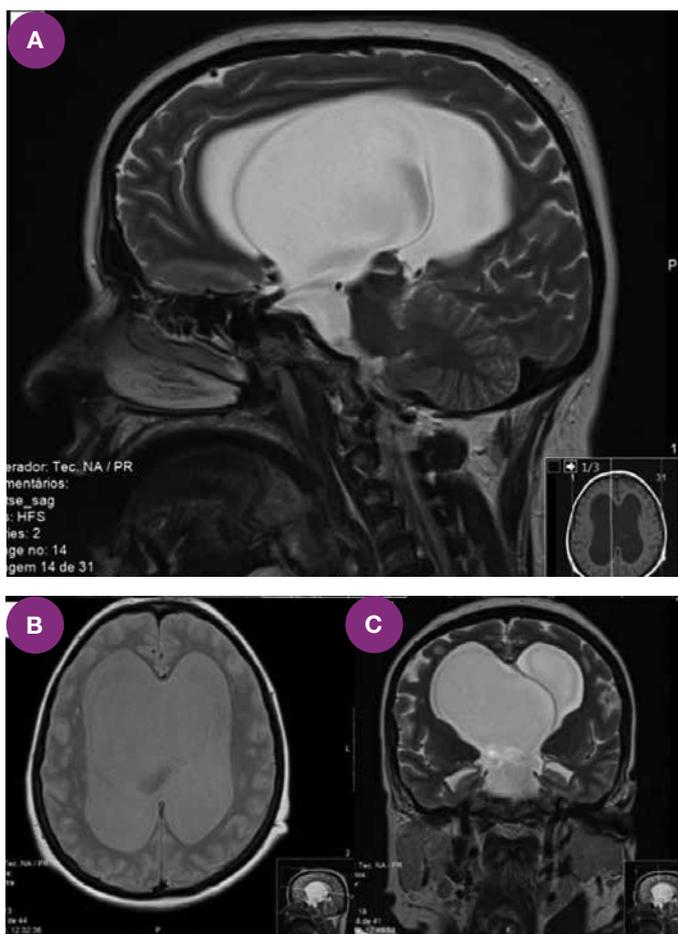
RM cerebral com volumosa lesão quística ocupando a região selar, as cisternas supra e para selares, pré-pôntica e interpeduncular, com extensão superior ao III ventrículo e ao buraco de Monro direito com 76 x 100 x 74 mm, comprimindo inferiormente a glândula hipofisária (A- corte sagital; B- corte axial; C – corte coronal).
